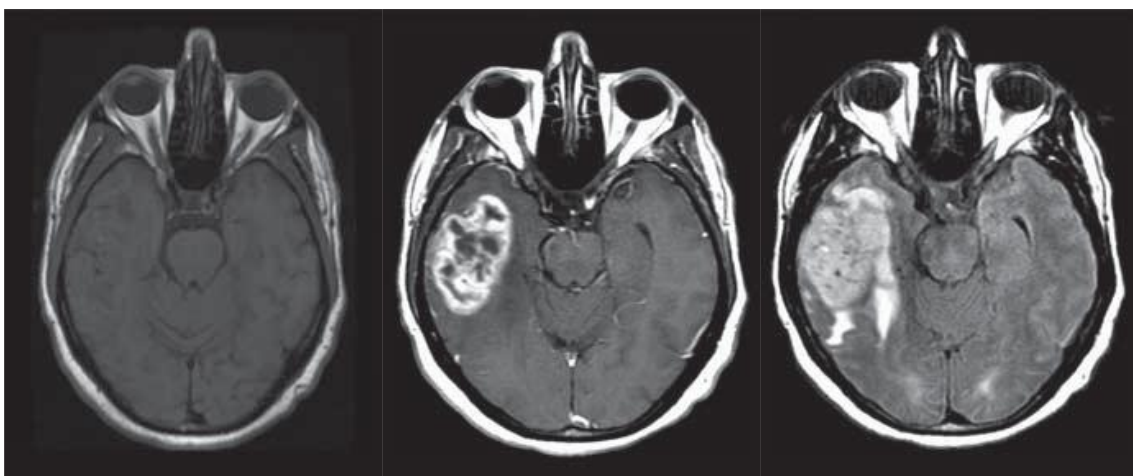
MRT-Aufnahmen eines rechtstemporal gelegenen Glioblastoms
